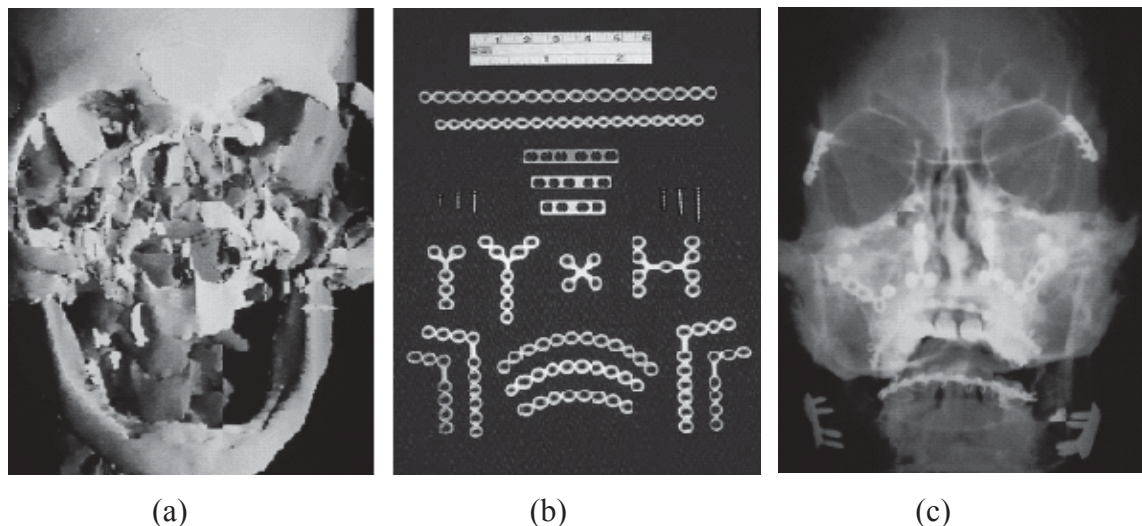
Reconstrução craniofacial. Em (a), multi-fraturas; em (b), mini chapas de titânio de aplicação médica; em (c) radiografia pós-operatória.
